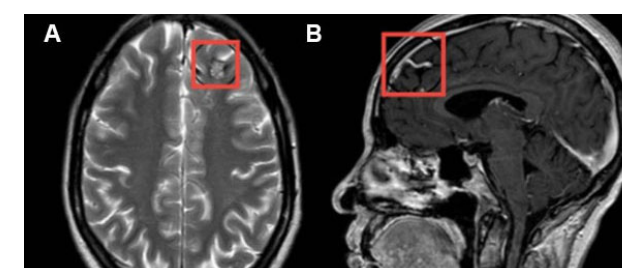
RM caso 2. A) Corte coronal, secuencia T2: se visualiza lesión. B) Corte sagital, secuencia T1: se observa vena de drenaje.
